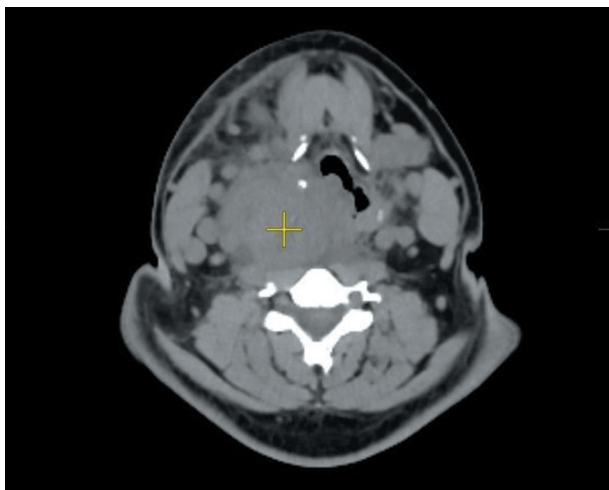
Компьютерная томография в аксиальной проекции: образование неоднородной плотности с выраженным перифокальным отеком прилежащих мягких тканей, оттесняющее медиально правую боковую стенку глотки и гортани, деформируя их просвет
